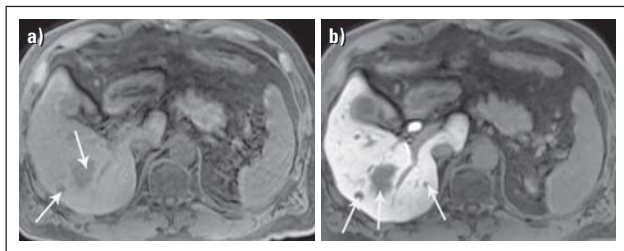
Gadoxetat-verstärkte MRT verbessert die Detektion von kleinen Lebermetastasen. (a) In dem T1-gewichteten MRT-Bild ohne Kontrastmittel sind 2 Metastasen zu sehen (Pfeile). (b) 20 Minuten nach Gabe von Gadoxetat erkennt man zusätzliche kleine Metastasen, bedingt durch den erhöhten Gewebek Kontrast (Pfeile). Die Detektion kleiner Metastasen ist in der präoperativen Abklärung sehr wichtig und für die Therapieplanung entscheidend.
